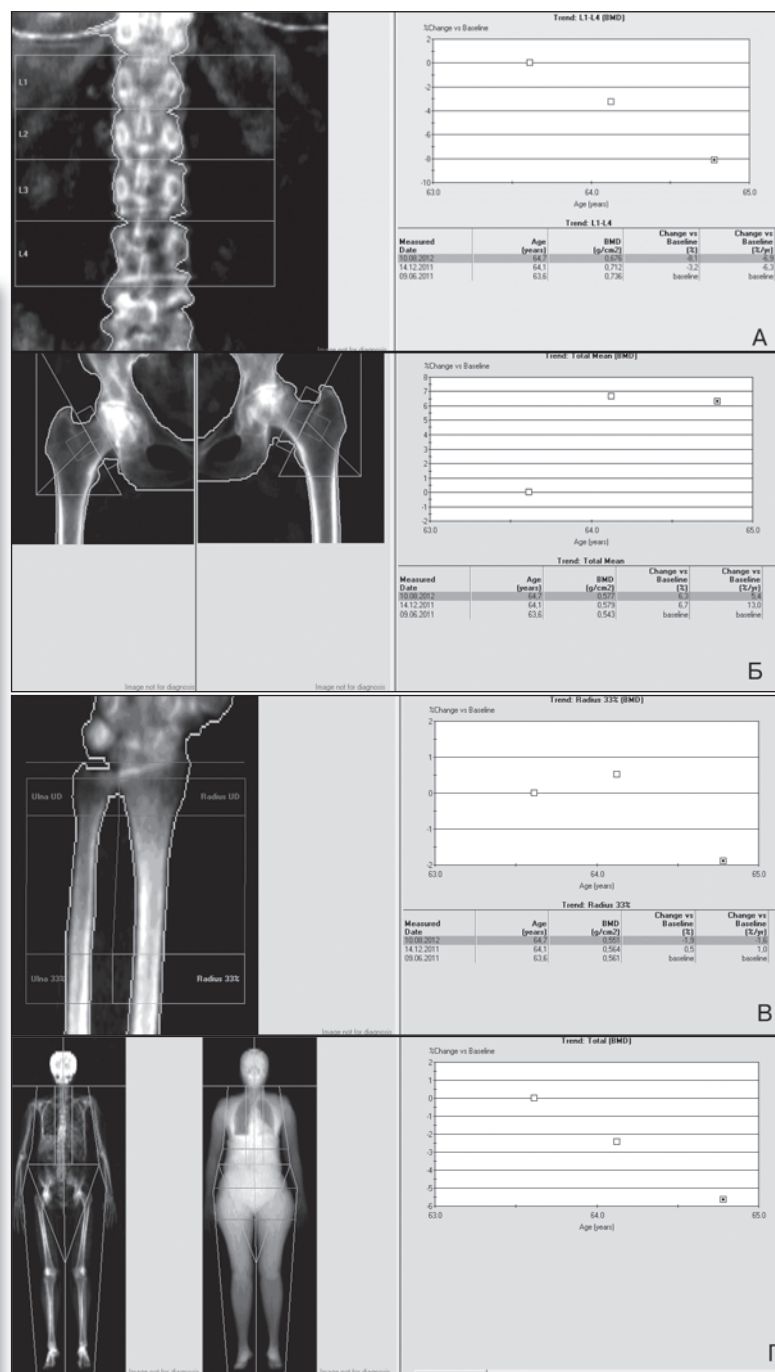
Результаты рентгеновской денситометрии у пациентки Л. в динамике наблюдения: А — поясничный отдел позвоночника; Б — бедренная кость; В — лучевая кость; Г — весь скелет
